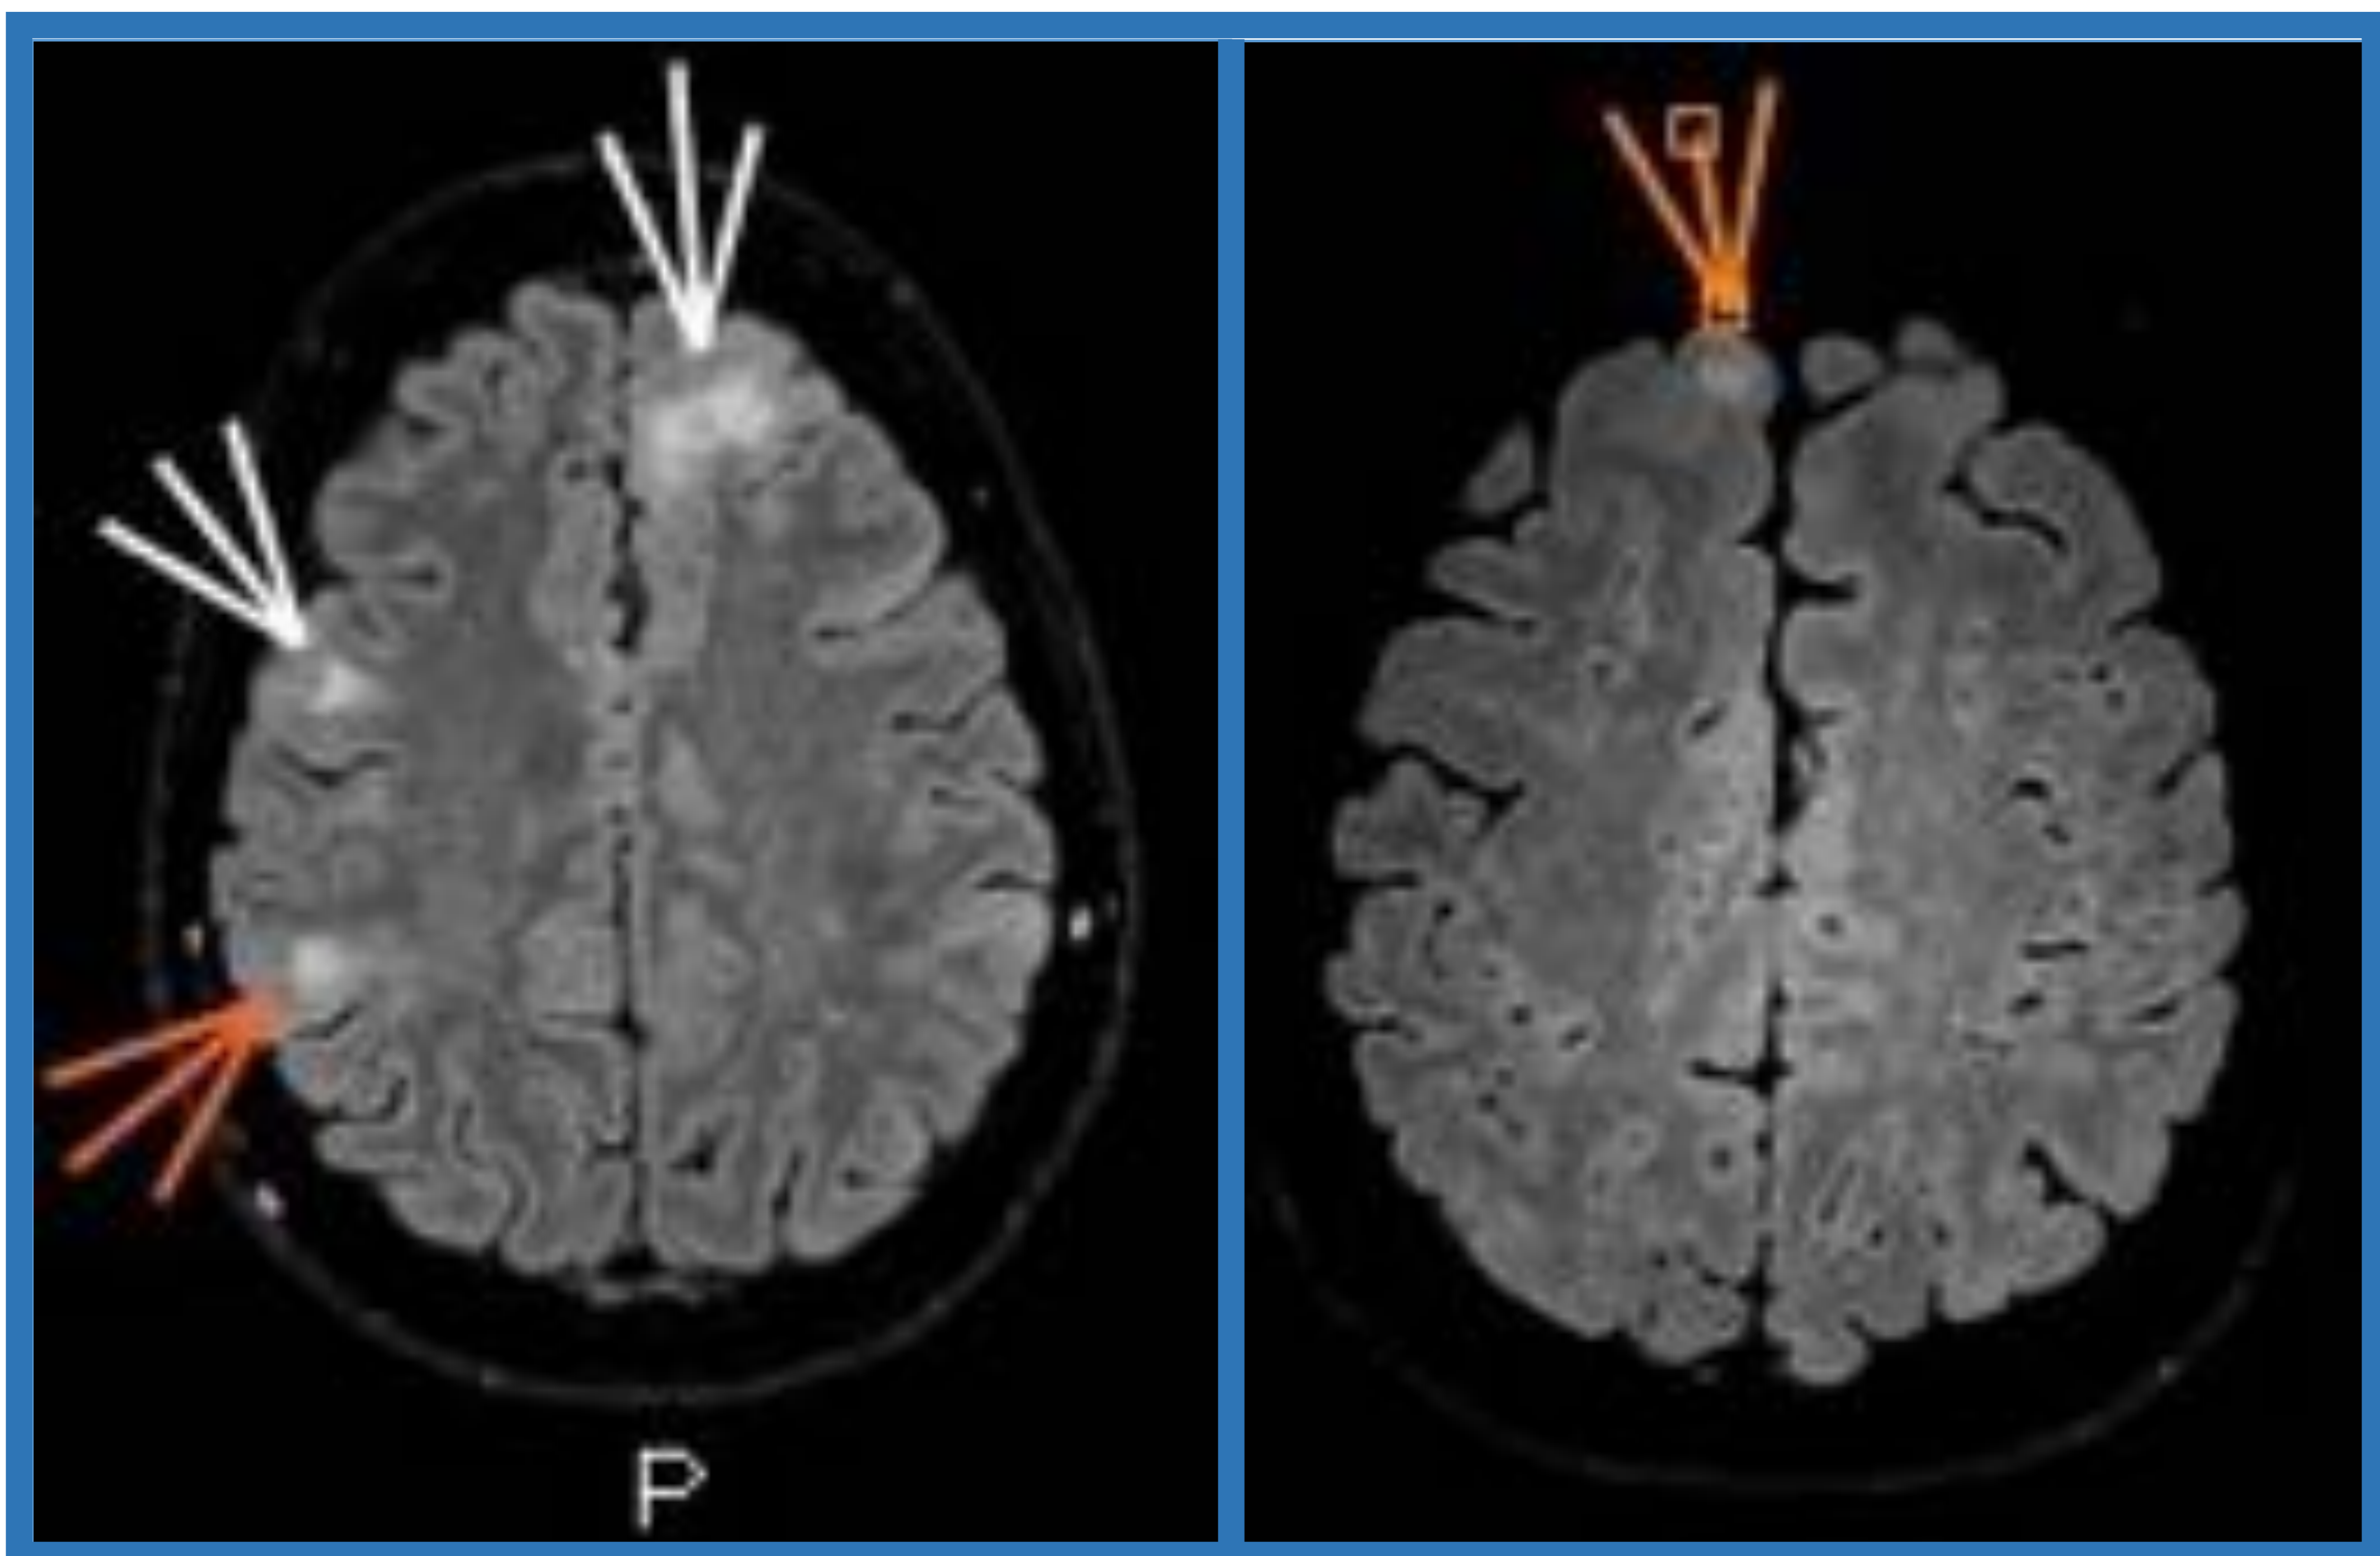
Lesiones hiperintensas de morfología triangular con base cortical/yuxtacortical compatibles con tubers. *Secuencia: FLAIR axial.*
